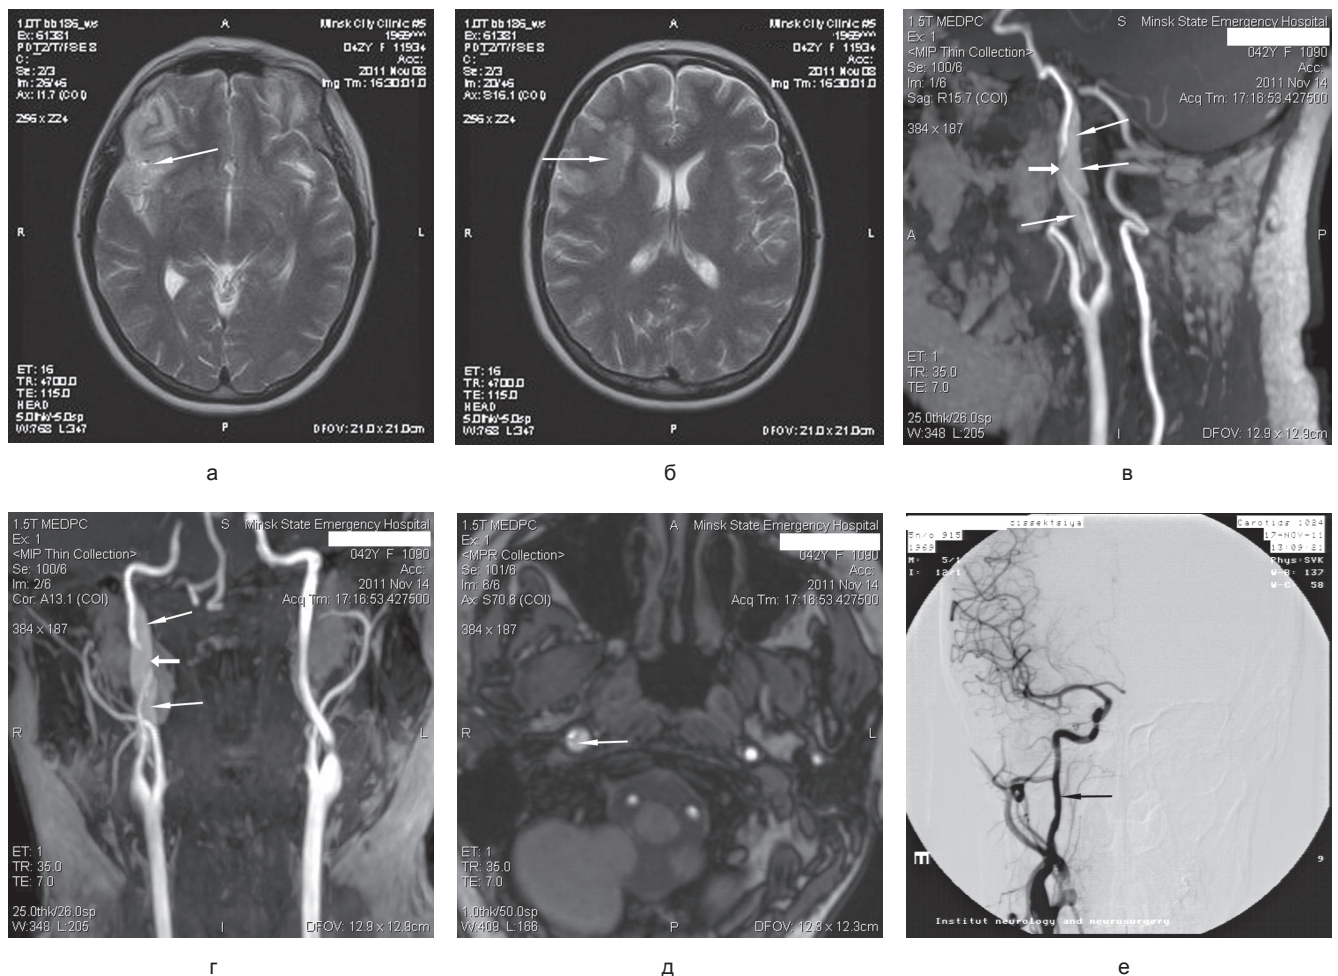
Пациентка К. МРТ головного мозга: а — кортикальный инфаркт мозга в бассейне правой СМА; б — субкортикальный инфаркт мозга паравентрикулярно справа. МРА правой ВСА: в, г — распространенная интрамуральная гематома правой ВСА в шейном отделе (длинные стрелки), зона кинкинга со стенозированием просвета артерии (короткая стрелка); д — субинтимальная гематома в каменистом отделе правой ВСА. Каротидная ангиография справа после эндоваскулярной ангиопластики: е — просвет ВСА восстановлен с выпрямлением кинкинга, незначительные деформации наружного контура артерии в области интрамуральной гематомы
